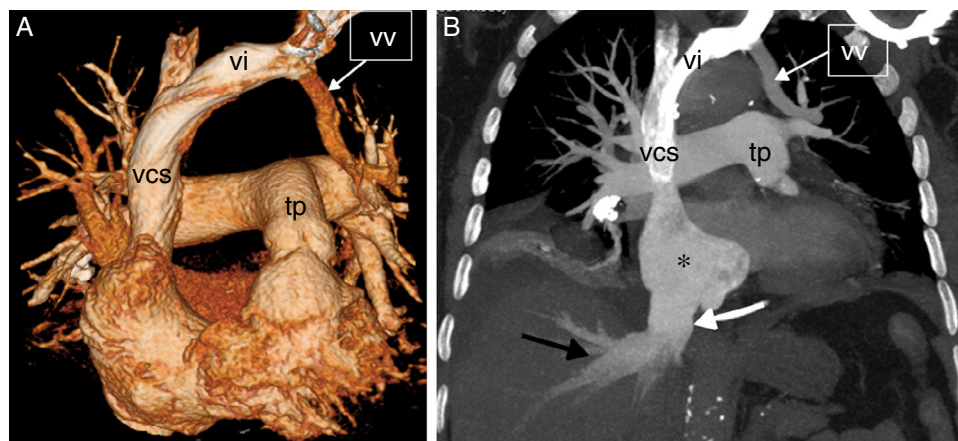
A) Reconstrucción 3D (*volume rendering*, en inglés) de la TC en la que se observa una vena vertical (vv), formada por la confluencia de las venas pulmonares del lóbulo superior izquierdo, que se dirige a la vena innominada (vi); tp: tronco de la arteria pulmonar; vcs: vena cava superior. B) Imagen de la TC coronal *maximum intensity projection* (MIP) en la que se aprecian signos de hipertensión pulmonar arterial/precapilar y de insuficiencia tricuspídea: dilatación de la aurícula derecha (asterisco), ingurgitación de la vena cava inferior (flecha blanca) y de las venas suprahepáticas (flecha negra). Nótese la vena vertical (vv), la vena innominada (vi) y la vena cava superior (vcs).
